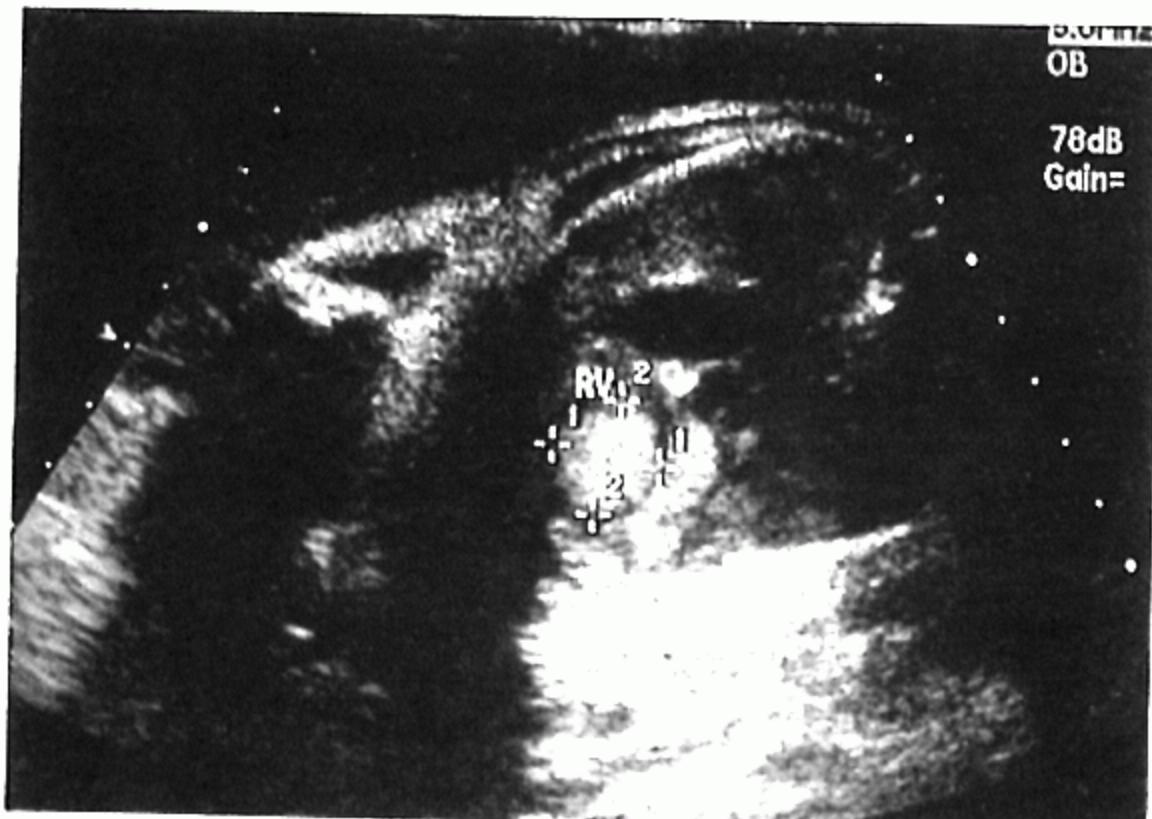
Fetal sonography(IUP 38weeks) reveals a well-defined, round, echogenic solid mass(asterix) in the lumen of the right ventricle.
